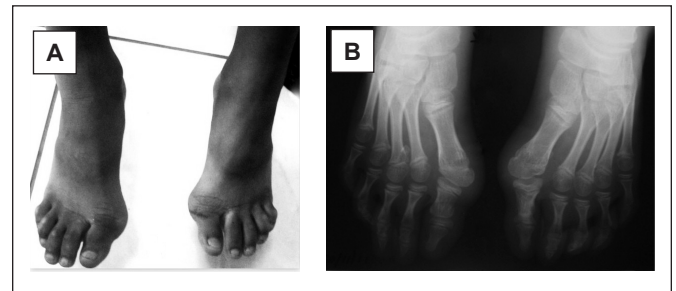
(A) Avaliação clínica. (B) Radiografia. Alteração do primeiro metatarsiano com ângulo superior a 20 graus em relação às primeiras falanges, hálux valgo bilateral. Radiopacidade ao nível do terceiro metatarsiano do pé direito.
